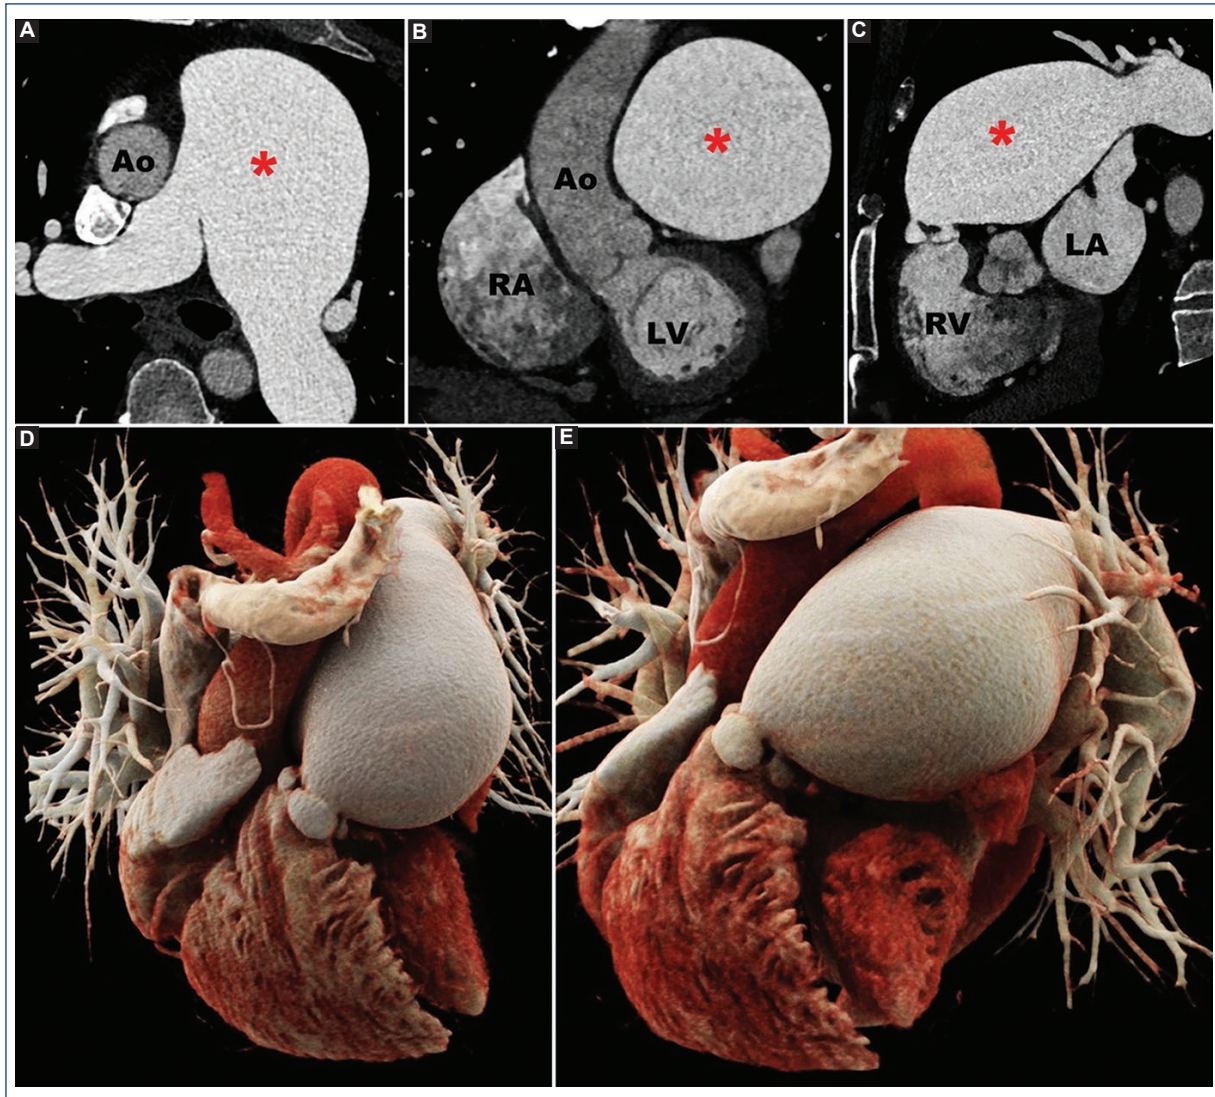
Cardiac computed tomography angiography showing a giant pulmonary artery aneurysm (red asterisk). A: MPR axial view. B: MPR coronal view. C: MPR sagittal view. D and E: volume-rendered reconstructions. Ao: aorta; LA: left atrium; LV: left ventricle; MPR: multiplanar reconstruction; RA: right atrium; RV: right ventricle.
